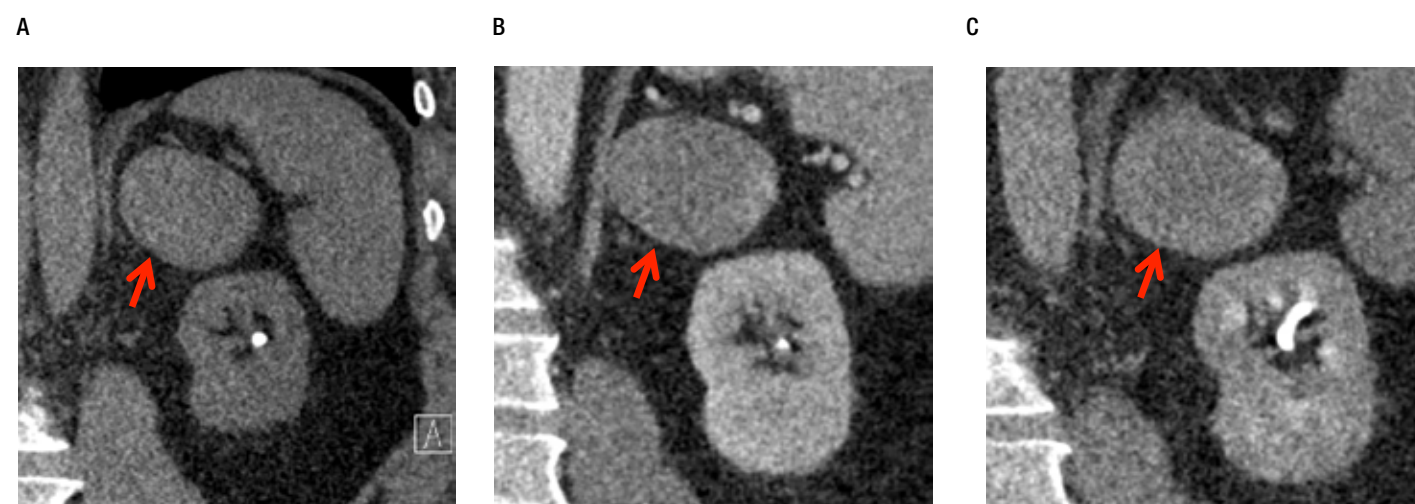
Caso 2 tomografía coronal donde se observa masa adrenal izquierda (flecha roja) fase no contrastada (A), posterior a la administración de contraste intravenoso (B) y fase tardía 15 minutos (C) con realce al medio de contraste en la periferia.
